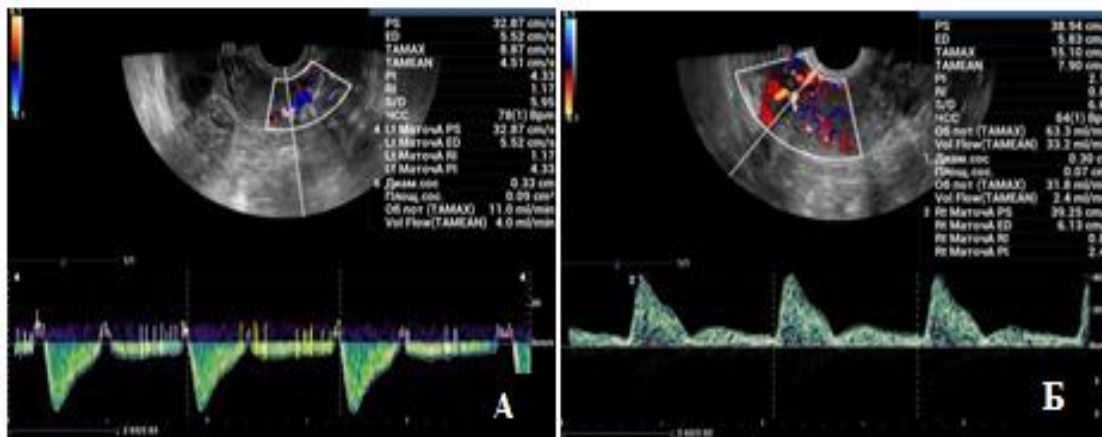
А - до операции. Допплерометрия показывает повышение сопротивления маточных артерий RI-1,17. Б - состояние после операции 4-е сутки RI-0,85 маточной артерии. За счет снижения сопротивления улучшается диастолический кровоток и перфузия матки.
